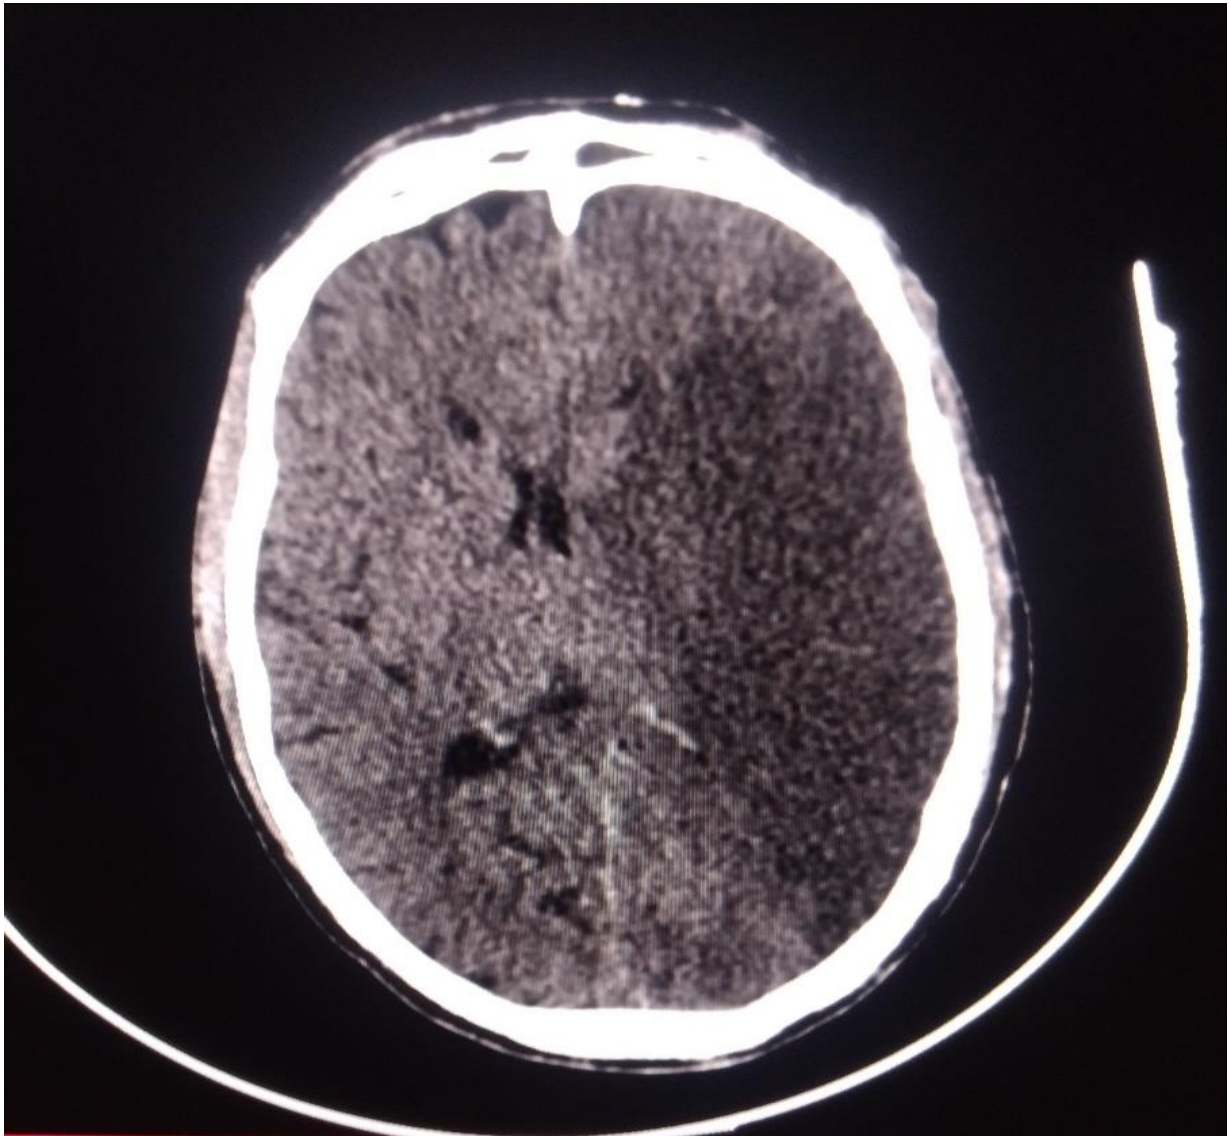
TDM cérébrale de monsieur AD, 50 ans
